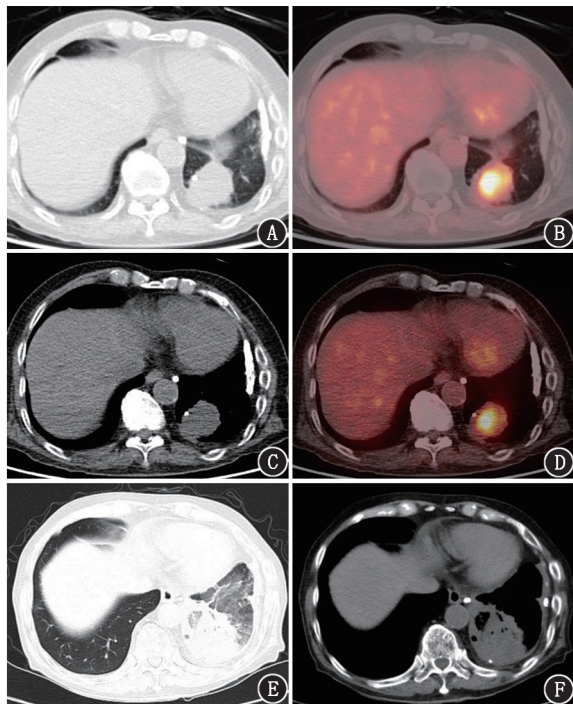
肺黏液腺癌患者(男,83岁) ^{18}F -FDG PET/CT 显像图。该患者体检发现左肺下叶占位。A~D. CT 及 PET/CT 融合横断层图像见左肺下叶代谢不均匀性明显增高的软组织密度团块,病变内密度不均匀,其内伴结节状钙化灶,大小约 $4.4\text{ cm} \times 3.1\text{ cm}$, SUV_{max} 5.3;E~F. 3 个月后随访胸部 CT 示左肺不规则实变影,其内见充气支气管影,病变周围多发磨玻璃密度影
